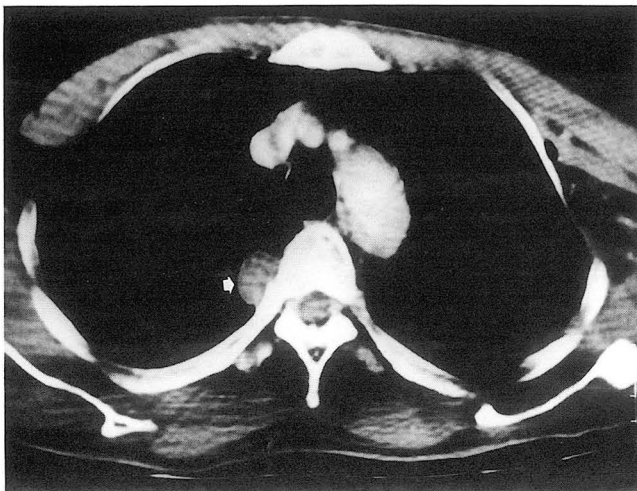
36-year-old male patient who had multiple fractures on upper extremity due to motor vehicle accident one month ago. Chest radiograph showed a nodular opacity of 2cm in diameter on right upper paraspinal area (not shown). Postcontrast CT scan obtained 30 days after trauma shows 2cm sized ovoid homogeneous mass with rim enhancement (white arrow) and acute angle formation between mass and chest wall at right paraspinal area. Surgical resection revealed organized hematoma with cystic change.
